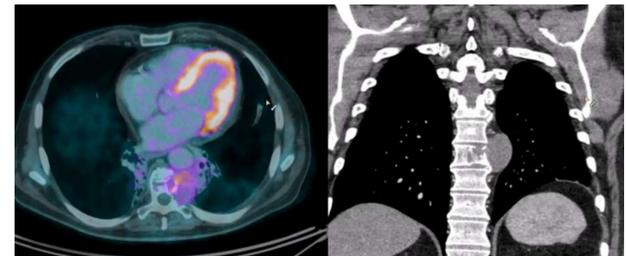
A) Corte axial de reconstrucción de PET-TC tras radioquimioterapia, mostrando masa de partes blandas paravertebral izquierda en T8, con leve y difuso aumento de la actividad metabólica (indistinguible entre persistencia de actividad tumoral e inflamación postradioterapia). B) Corte coronal de TC en ventana ósea, mostrando dicha lesión paravertebral con infiltración y osteólisis.
